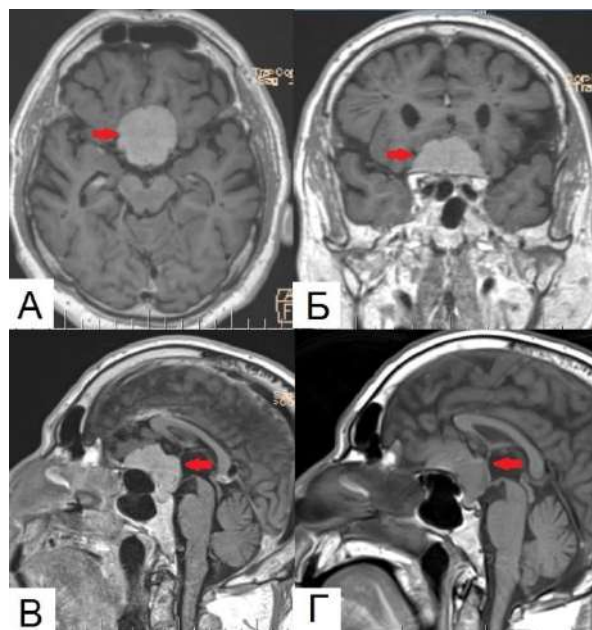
Клинический пример №3. Пациент 66 лет. МРТ головного мозга до операции – менингиома бугорка турецкого седла. Красная стрелка указывает на опухоль.
